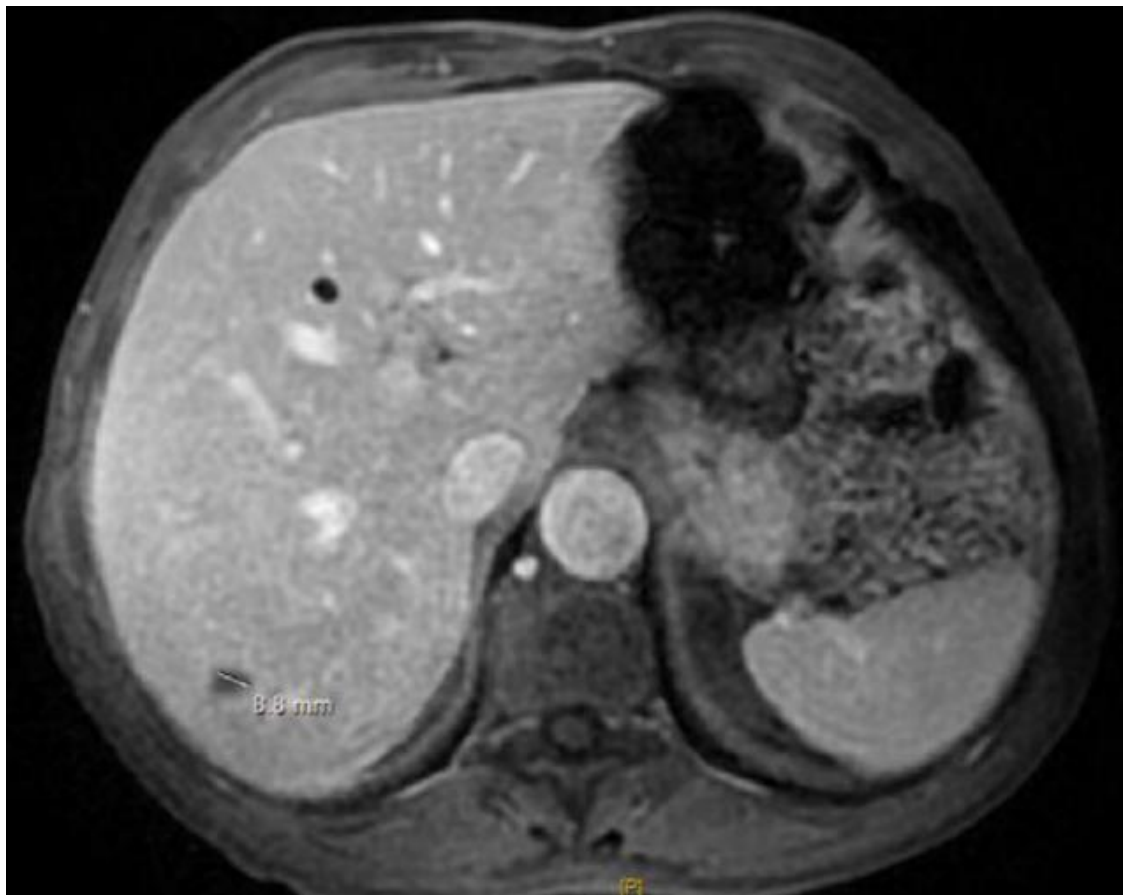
[Service de radiologie, CHU Hassan II-Fes] : IRM hépatique mettant en évidence une MH du segment VII.
